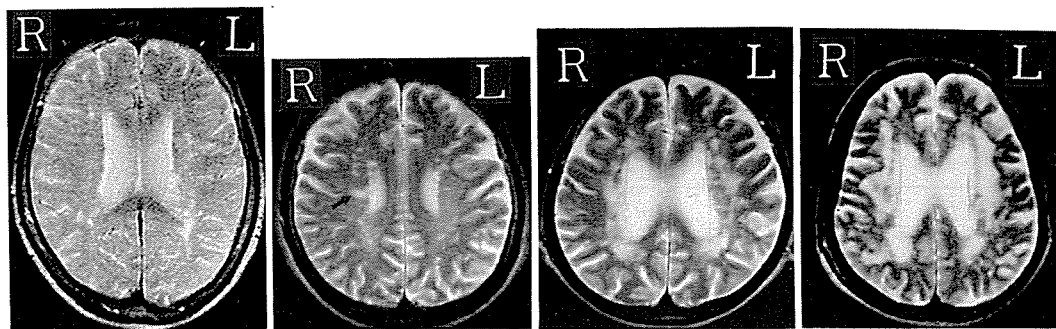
Grade 1 の MRI 図2 Grade 1 の MRI 図3 Grade 2 の MRI 図4 Grade 3 の MRI
